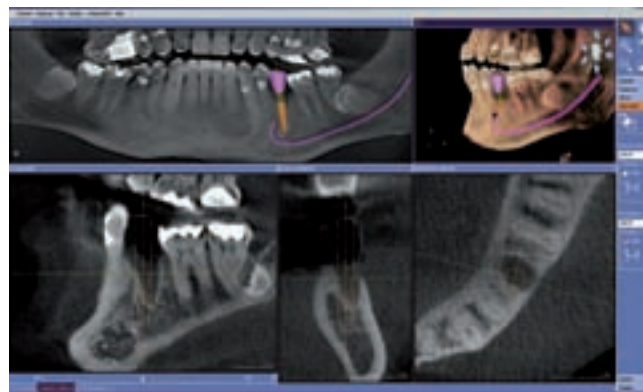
Implantatplanung basierend auf CEREC und 3D-Röntgendaten. Durch die Fusion der beiden Datenquellen kann die Erstellung der Röntgenschablone durch den Zahntechniker eingespart und das Ergebnis exakt visualisiert werden.
